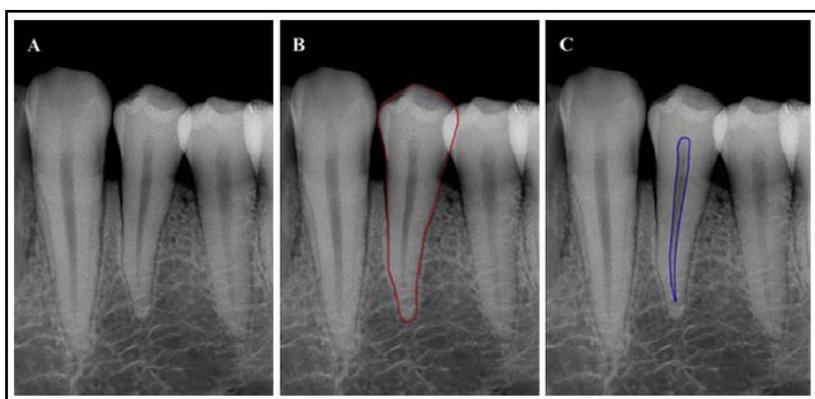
radiografia relativa ai premolari inferiori, con delimitazione dell'area della cavità pulpare e dell'area del dente del primo premolare.
